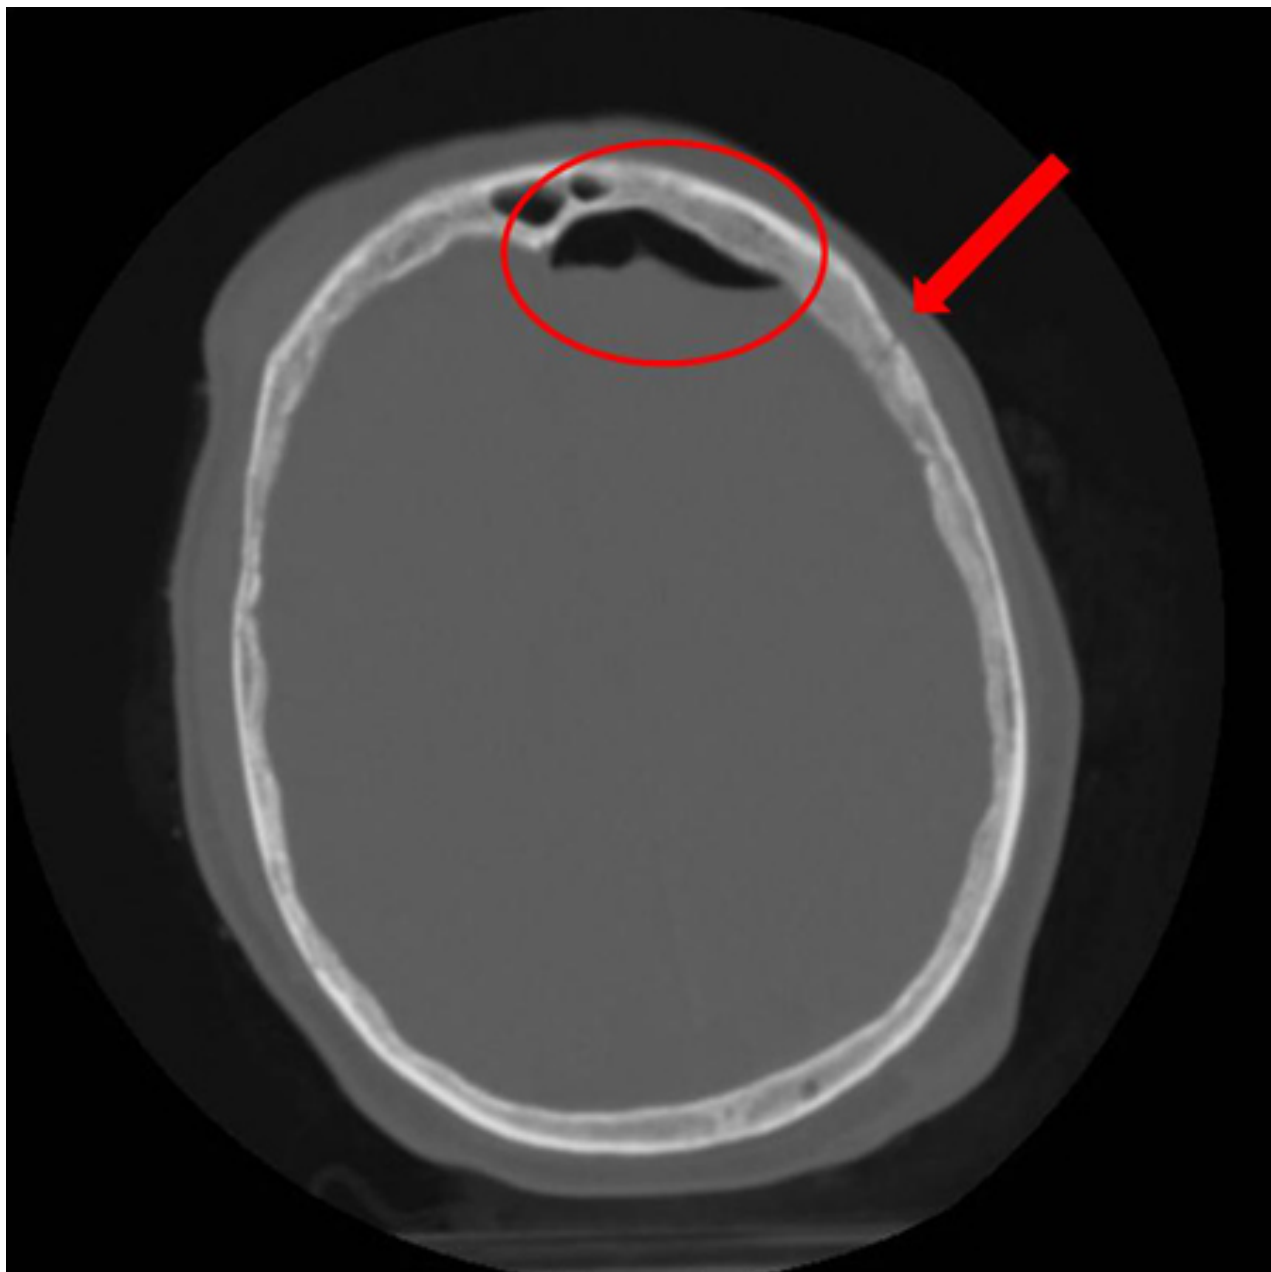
Tomografia computadorizada (TC) axial demonstrando uma fratura craniana aberta, linear e não depressiva (seta) associada a pneumocefalia (círculo)
